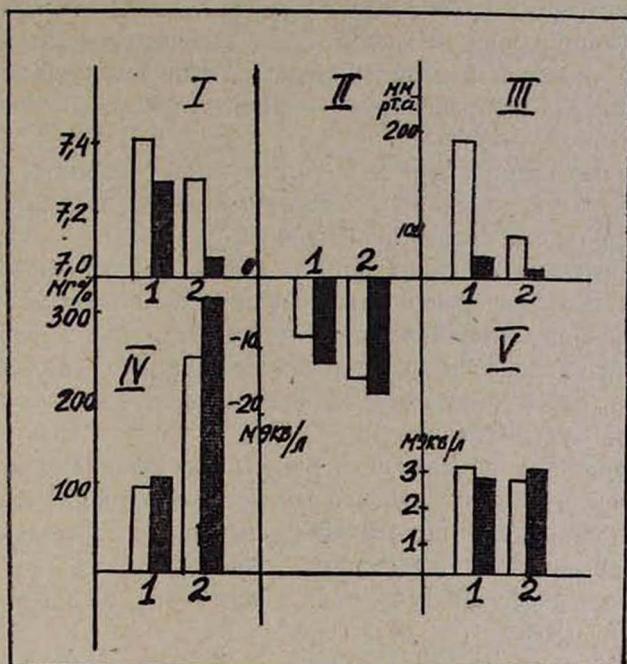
Нарушения обмена миокарда при неадекватной перфузии (эксперимент №8): 1. После зондирования венечного синуса 1. 2. В конце перфузии I—рН. II—BE, III—рO₂, IV—глюкоза, V—калий. Светлые столбики—артериальная кровь, темные—кровь коронарного синуса.
